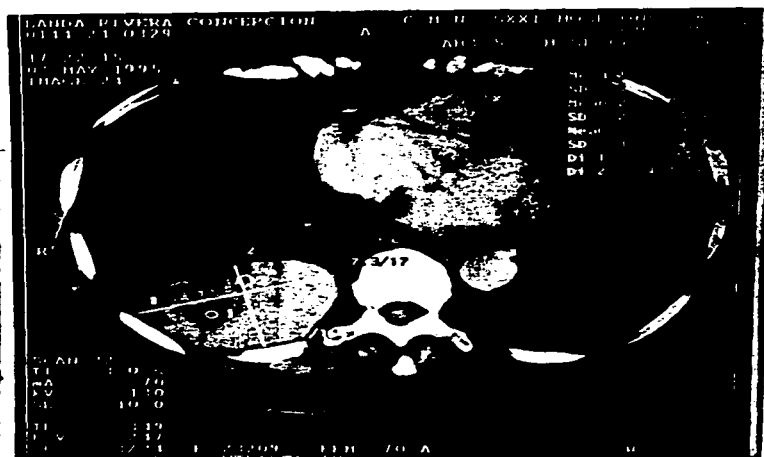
TAC del caso 5, que muestra neoplasia en ángulo costo diafragmático derecho con extensión a parenquima pulmonar.
